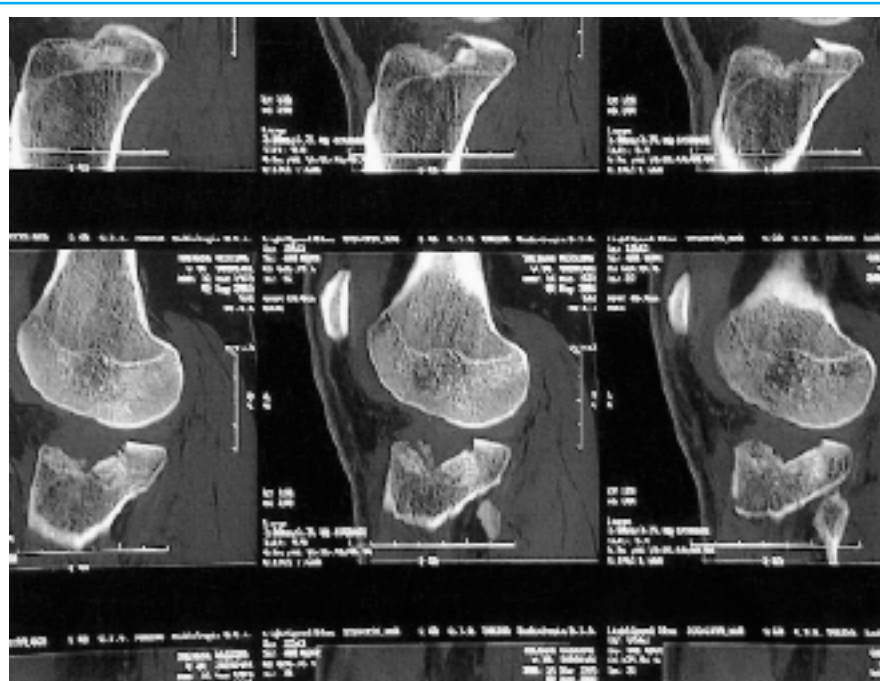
TC ginocchio sinistro (tagli assiali): frattura affondamento emipiatto tibiale esterno (S III).
